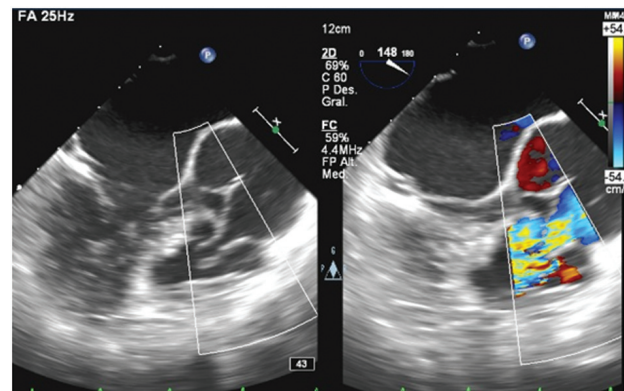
Ecocardiograma transesofágico: seno de Valsalva derecho fistulizado al tracto de salida del ventrículo derecho en 2D (izquierda) y Doppler color (derecha) (véase imagen color en la web).
